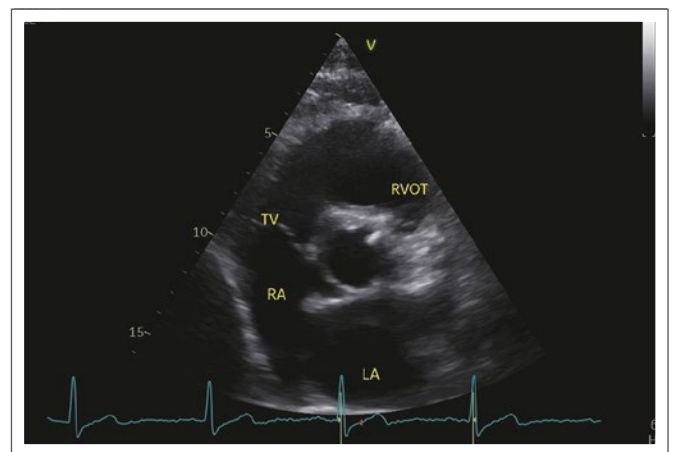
Parasternale kurze Achse auf Höhe Aortenklappe; Schallkopf 4V, 1,4/2,8 MHz: Die bikuspidale Aortenklappe ist nicht ersichtlich.
